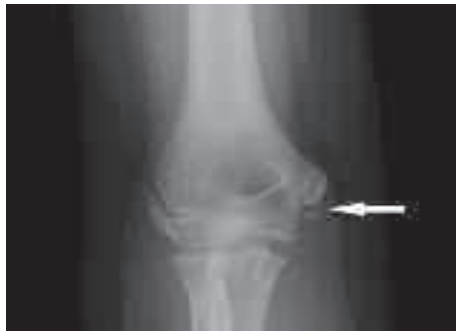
"Little league elbow". Radiografia in proiezione AP del gomito che dimostra un distacco da avulsione della porzione distale del nucleo di ossificazione dell'epicondilo mediale (freccia).
